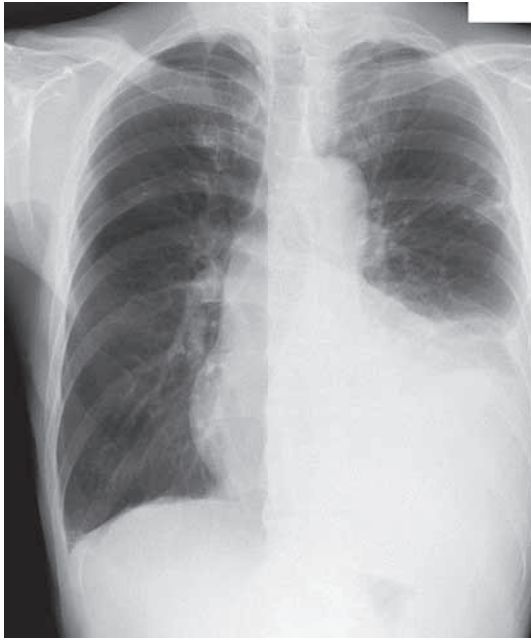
Chest X-ray on admission in the previous hospital: localized infiltrates and pleural effusion in left lung field were seen.
